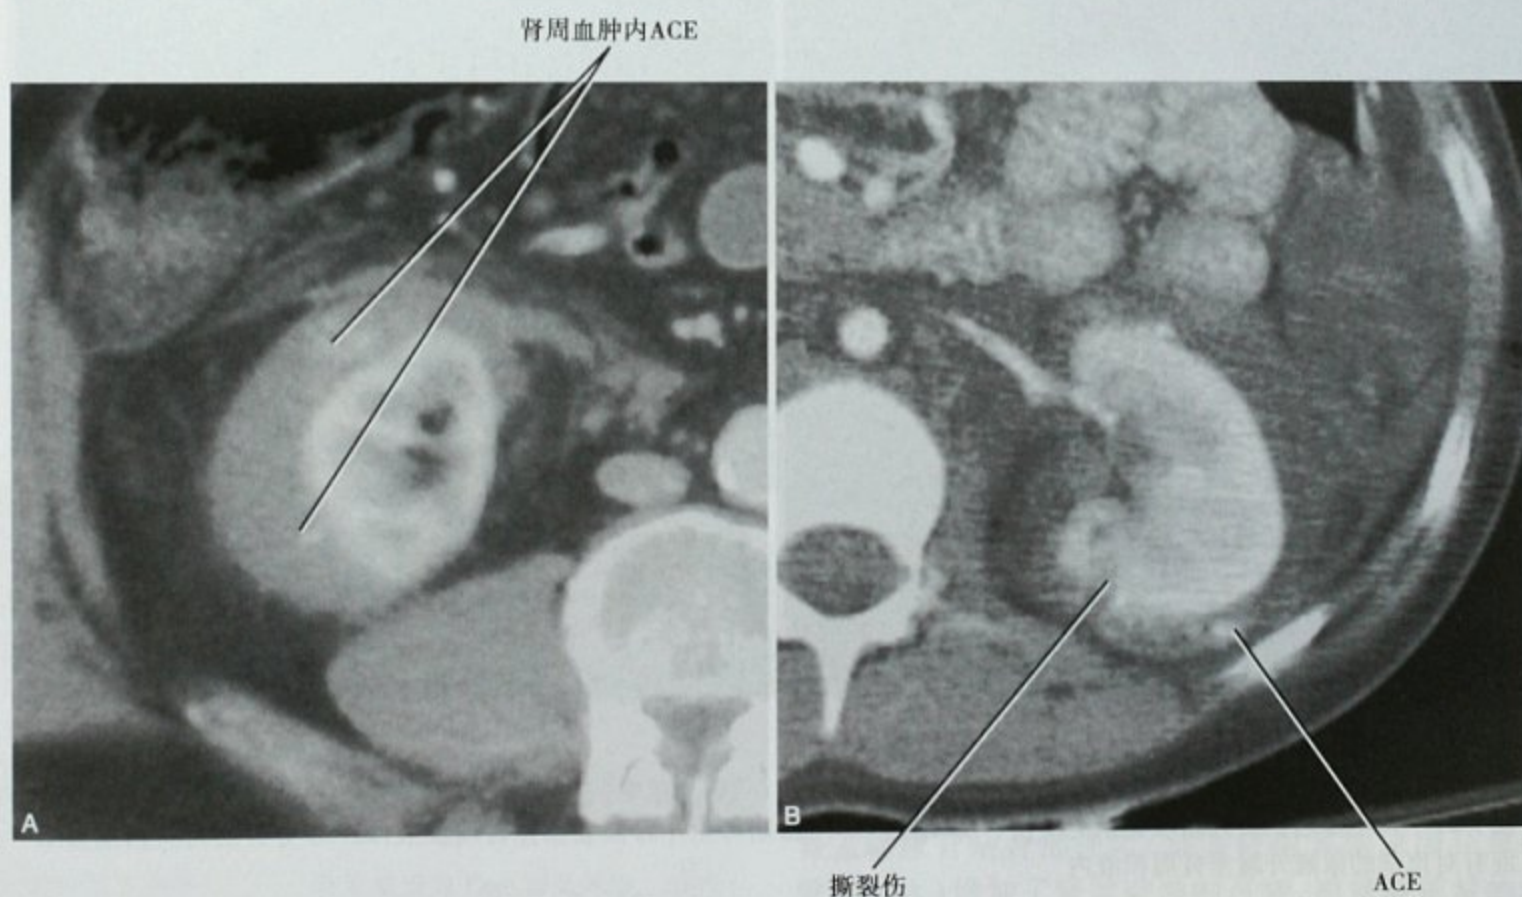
3位不同患者肾出血各种CT表现。A. 包膜血管损伤所致的肾周血肿,无明显肾撕裂伤;B. 肾周急性活动性对比剂外溢(ACE),邻近肾脏撕裂伤
